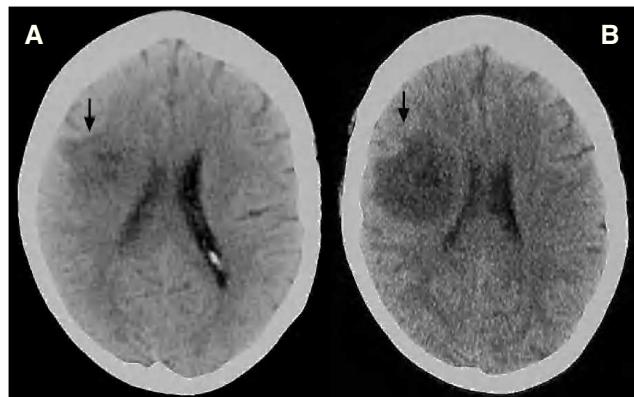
TC. A) En el momento del ingreso, que muestra una lesión hipodensa, parietal derecha, con edema perilesional, y B) 48 h después del ingreso, en el que se observa un incremento del tamaño de la lesión, con mayor edema y marcado efecto masa.
